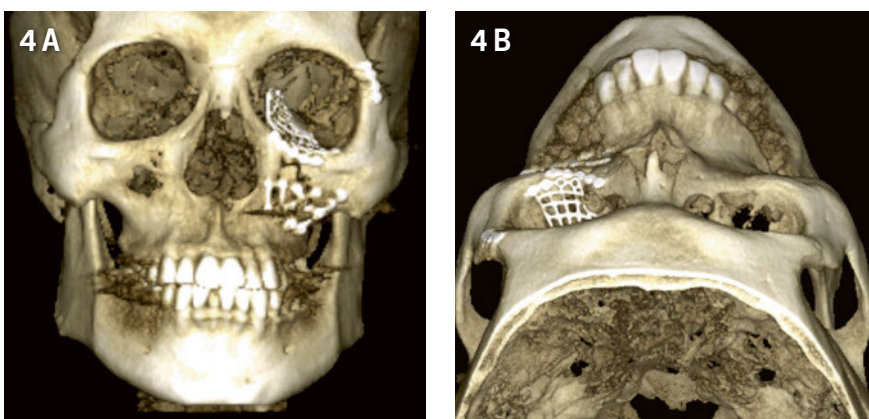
Le contrôle postopératoire par tomographie volumique numérique (TVN) montre le résultat anatomiquement adéquat du repositionnement, avec le matériel d'ostéosynthèse en position correcte (reconstructions d'images en 3 dimensions : A = vue frontale, B = vue crâniale).
